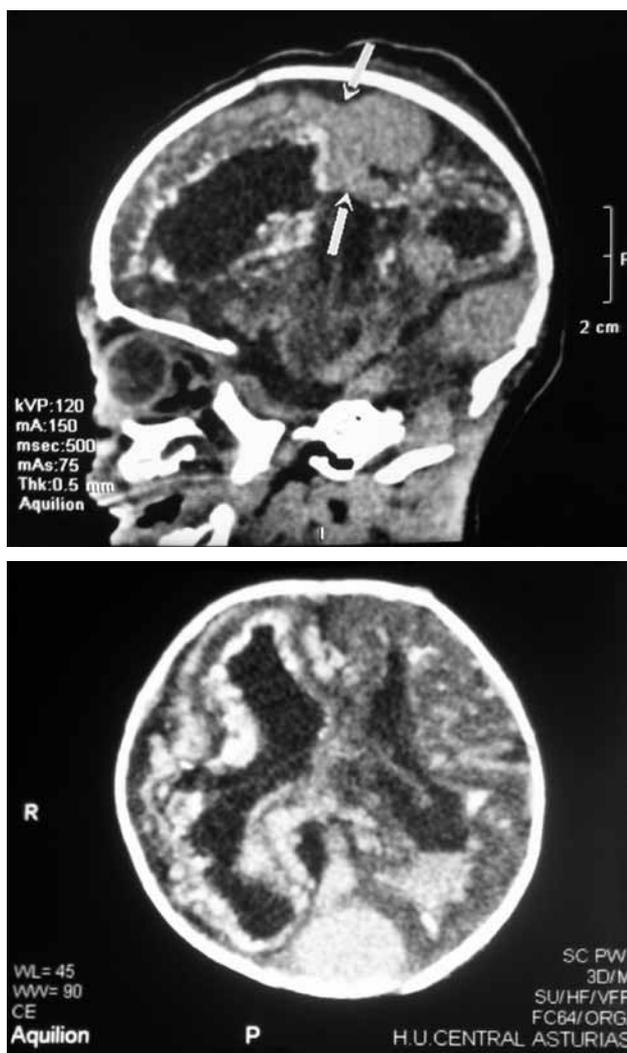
TAC craneal que muestra la gran malformación vascular.
